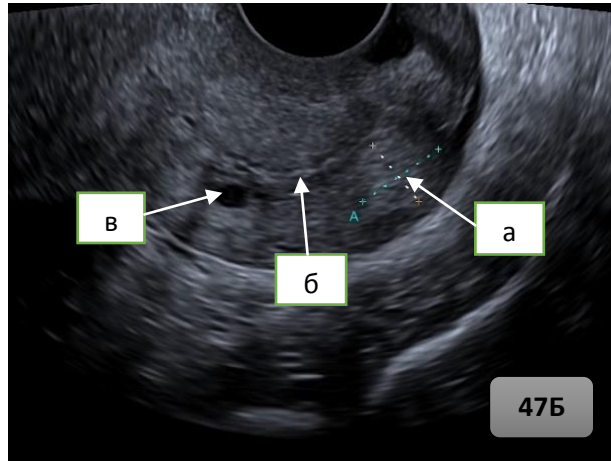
Рисунок 47Б. — Ультразвуковая томограмма остаточной опухоли в задней губе шейки матки пациентки Б. через 3 месяца после окончания лечения: а) остаточная опухоль; б) цервикальный канал; в) единичная тонкостенная киста в эндоцервиксе.
